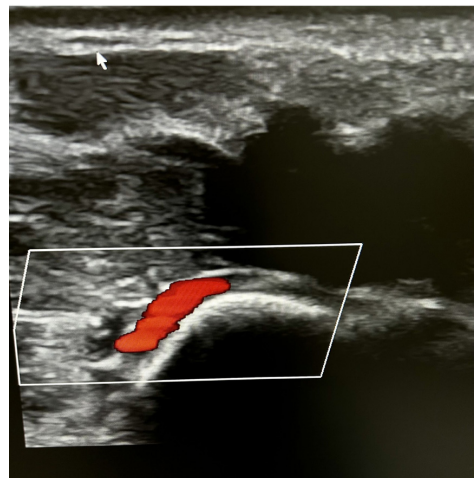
Perviedade do arco palmar profundo ao eco-Doppler colorido.
